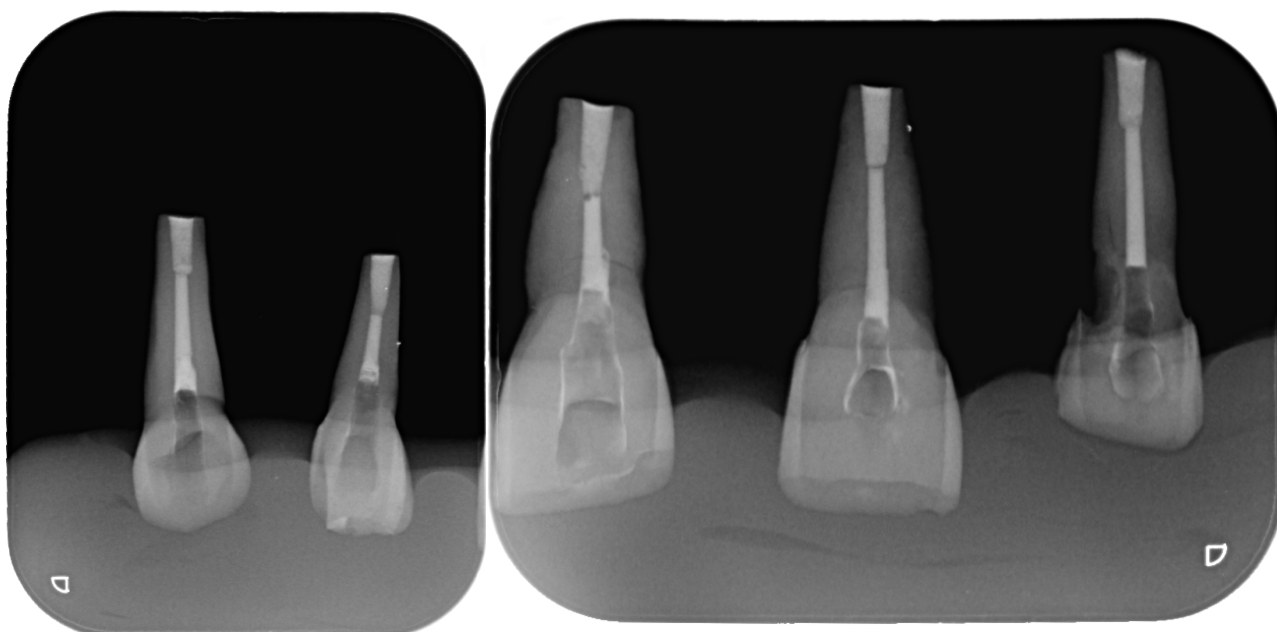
Radiografía después de la obturación a retro con MTA.
